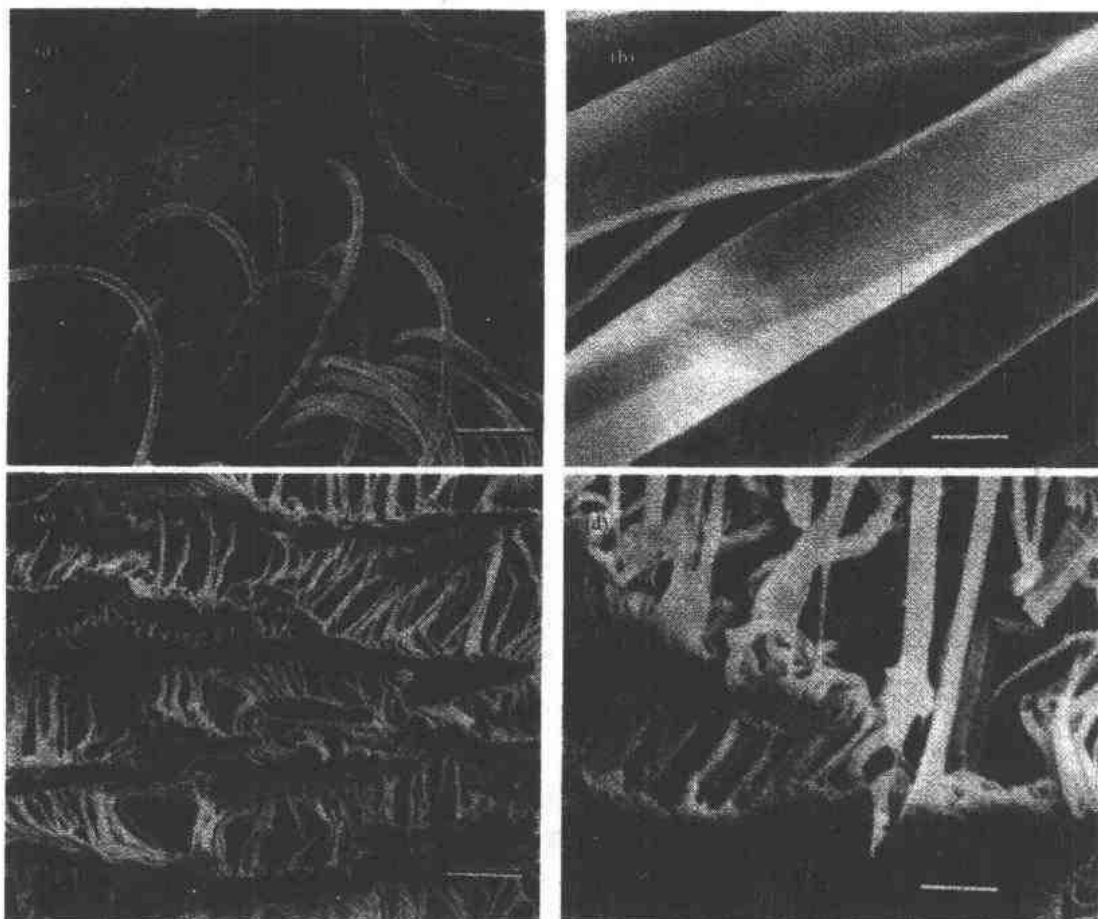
典型的 PET 针织的拉绒血管移植植物材料的扫描电镜图:(a)线段=10mm,(b)线段=100mm,显示拉绒表面疏松排列的纤维及在针织物负荷部分较致密的卷曲丝。下方的图示(c)线段=12mm,(d)线段=1.2mm,典型的 PTFE 人工血管材料的表面显示致密的聚合物结构和较细的相互连结的细丝
